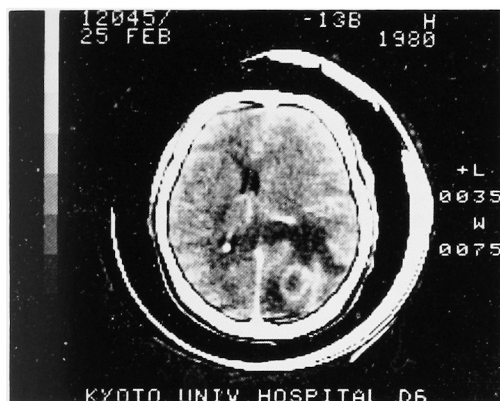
Brain CT scan shows metastatic lesion at right occipital lobe.
